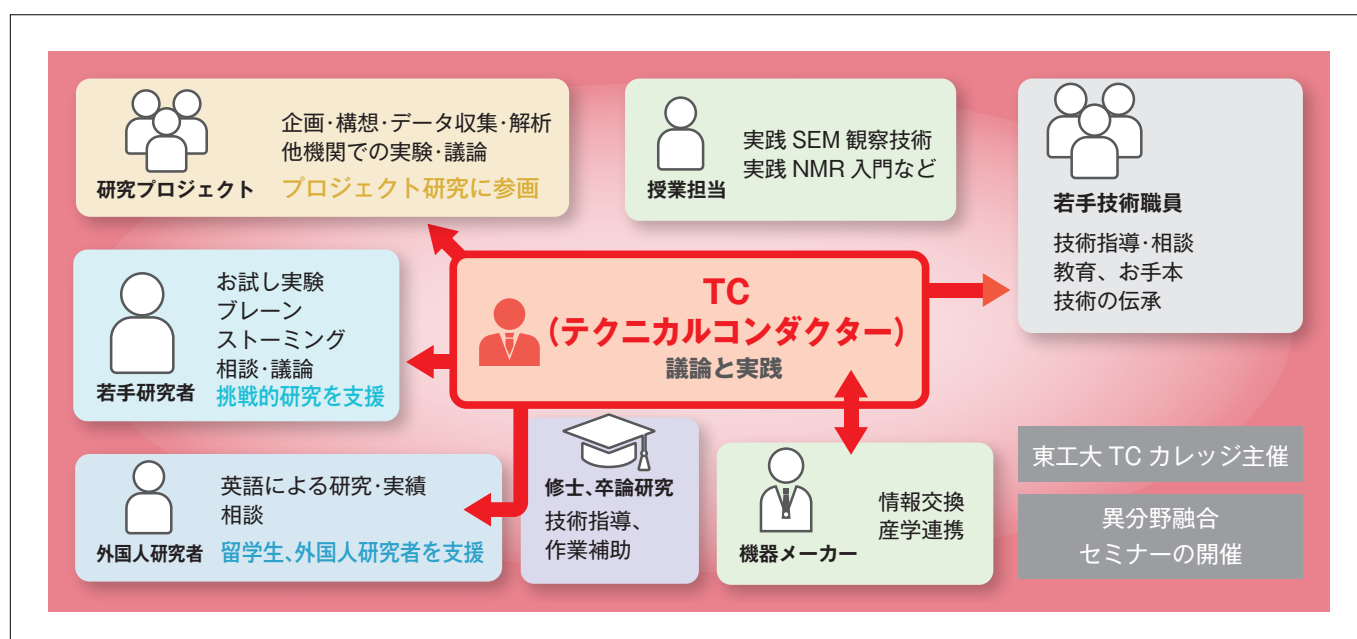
TC人財の活躍の場(東工大TCカレッジパンフレットより)
